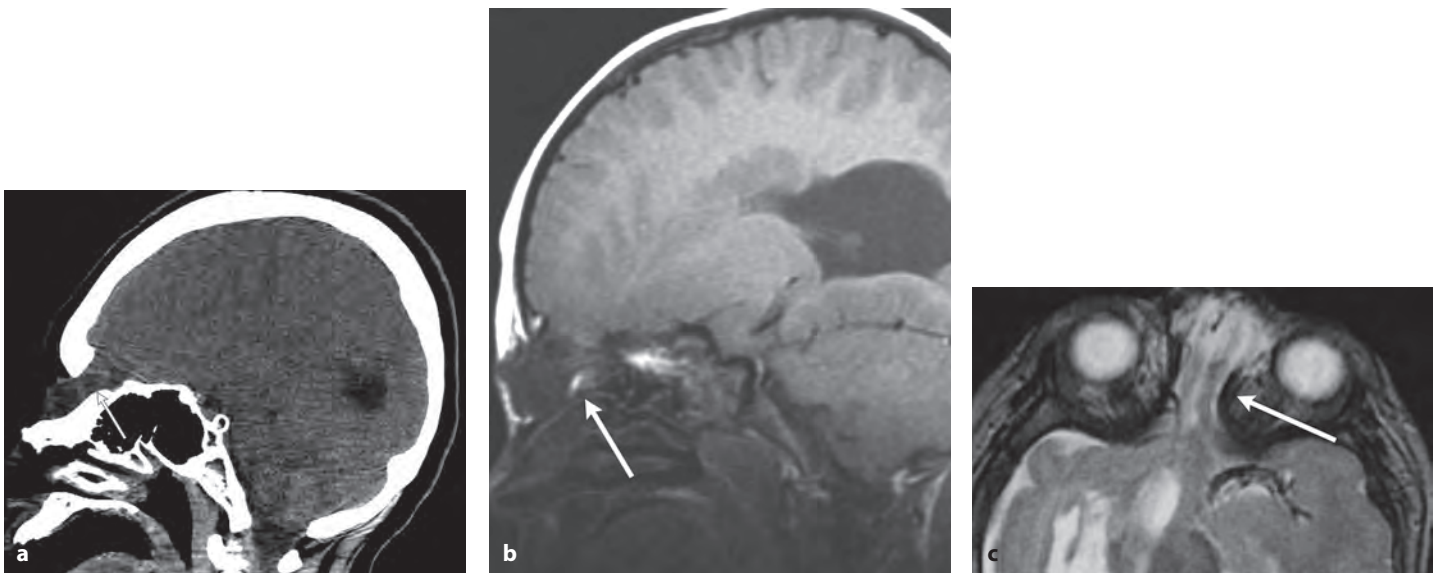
Фронтоназальное цефалоцеле. На сагиттальной КТ (а), сагиттальном Т1-ВИ (b) и аксиальном Т2-ВИ (с) визуализируется костный дефект между нижней частью лобной кости и костями носа, через который пролабирует менингоэнцефалоцеле (стрелки).
